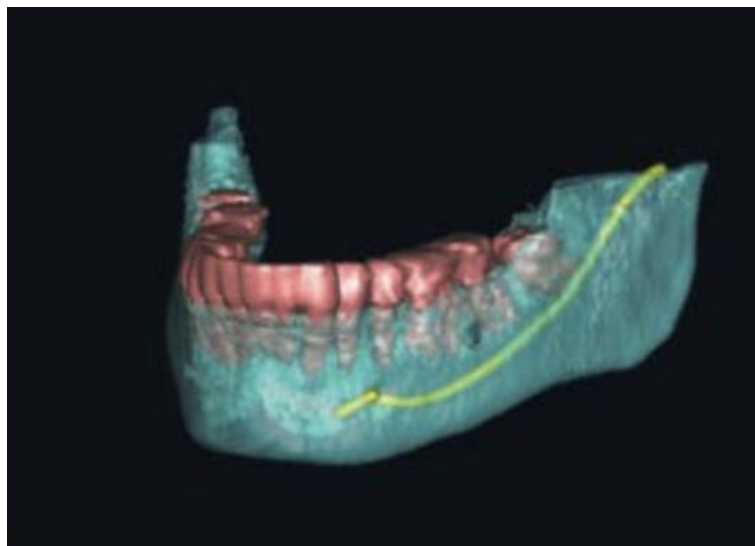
représentation de la reconstruction 3D du volume à partir du *cone beam*. [110]
